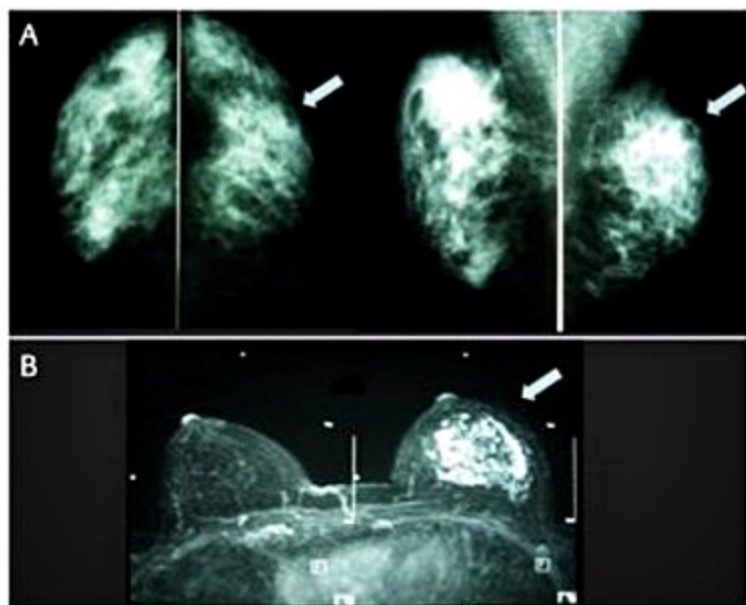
A: Mamas densas, categorizadas na mamografia como BI-RADS II. B: Ressonância magnética, categorizada como BI-RADS IV. Diagnóstico histológico: carcinoma lobular invasivo de 7 cm.
